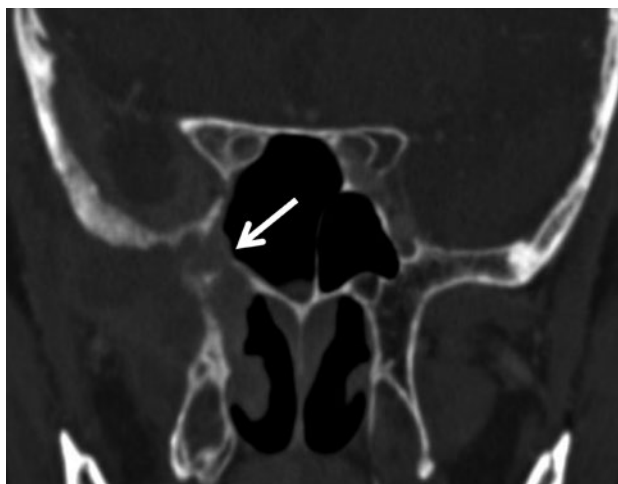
頭部単純 CT 冠状断。右蝶形骨大翼は破壊されており (矢印), 右側の視神経管, 上眼窩裂, 下眼窩裂, 正円孔は同定できなかった。
